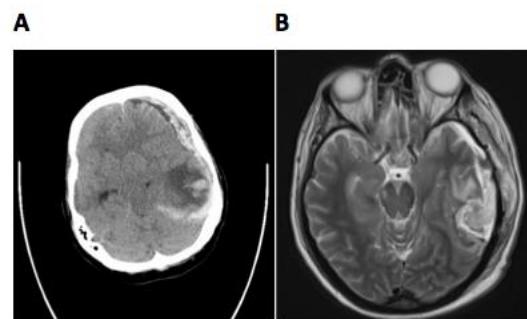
A. CT otak menunjukkan kronik subdural hemoragik di frontoparietal kanan dan pergeseran ke sisi kiri otak; B. MRI menunjukkan kompresi dan penyempitan batang otak kiri di tepi tentorial jika dibandingkan dengan sisi kanan.
